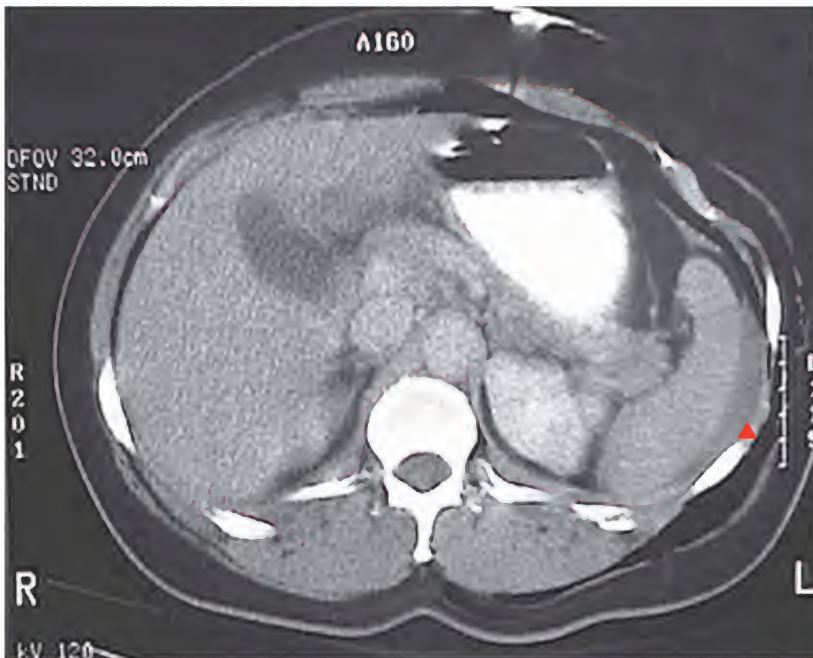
Traumatismo esplénico, tomografía computarizada
